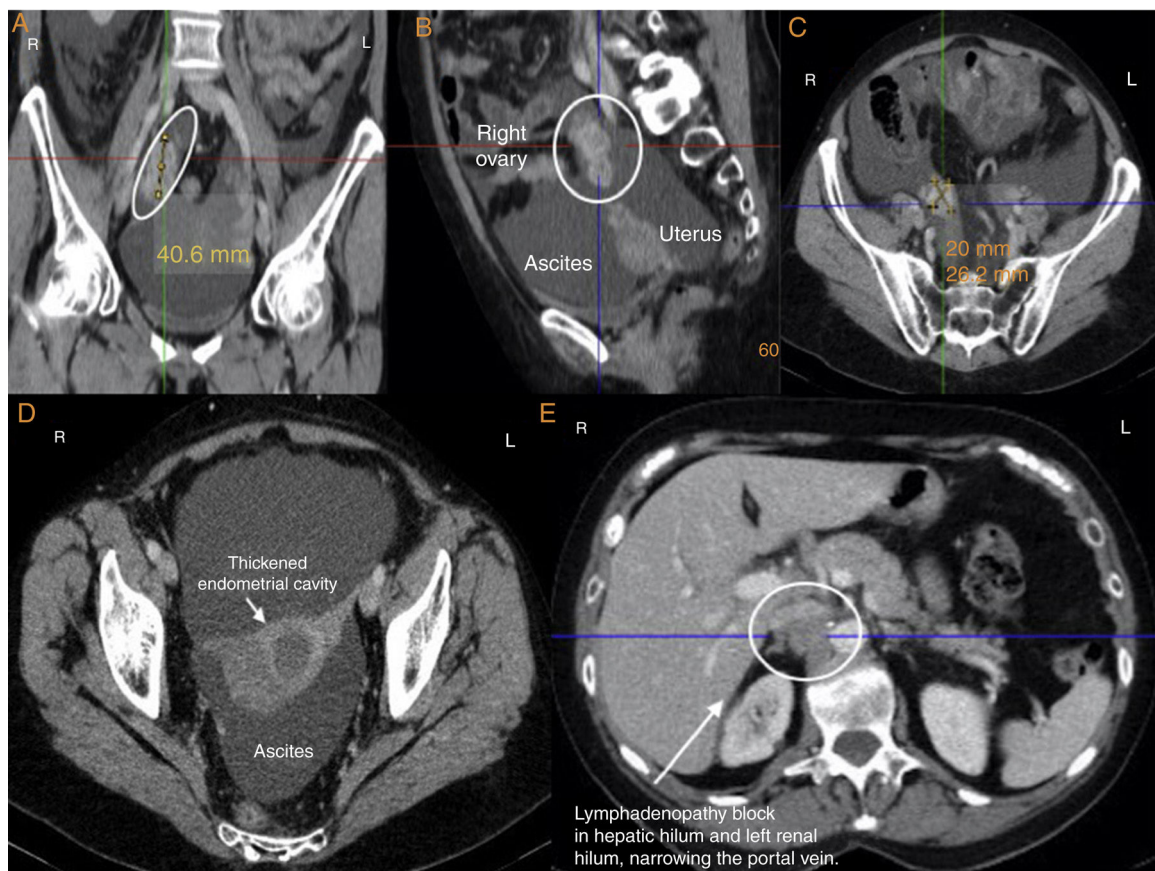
TC de mayo del 2016. Conglomerado adenopático en hilio hepático que condiciona estenosis de la vena porta, implante en ovario derecho de 20 × 26 × 41 mm, útero irregular con mioma posterior derecho y cavidad endometrial distendida (pólipos endometriales).
